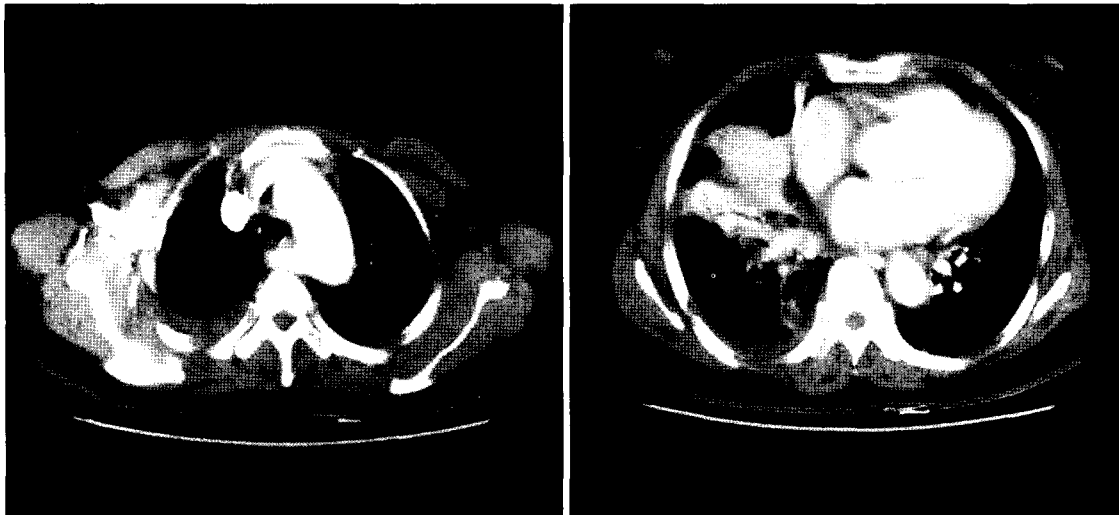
Thoracic CT scan shows aberrant right subclavian artery which originates from aorta and travels behind the esophagus (left), and consolidation at right lower lobe (right)
